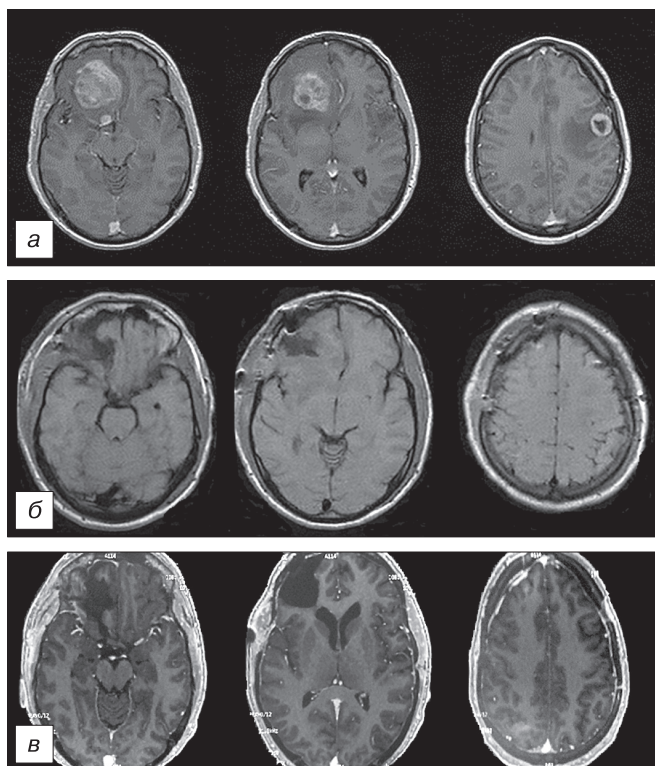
Томограммы пациента Р., 47 лет, с тремя метастазами меланомы.
